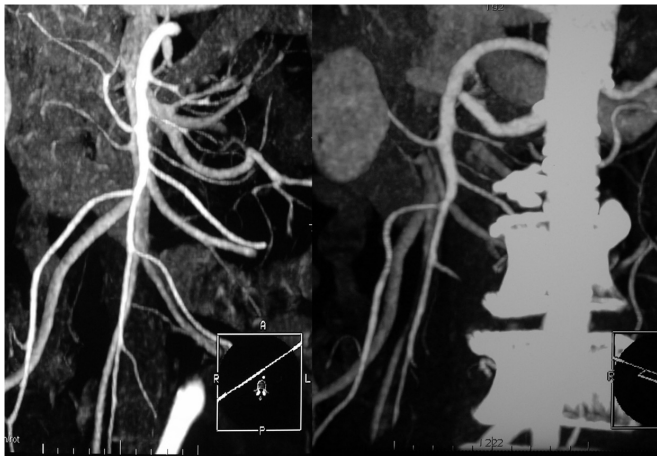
Angio-TAC de controle (MIP) – Repermeabilização total da MAS
